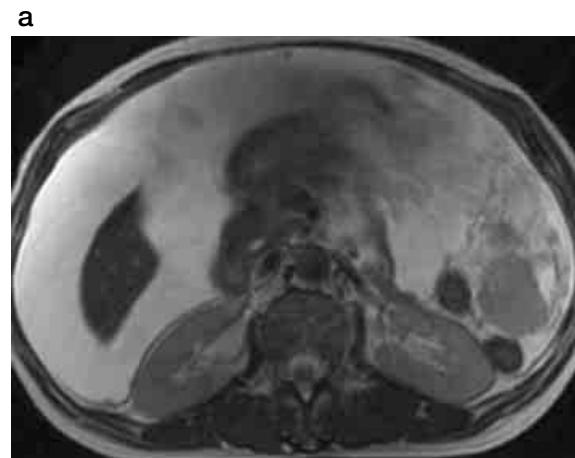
a:T2 WI; b:DWI（白黒反転表示）、卵巣癌による癌性腹膜炎。多量の腹水が貯留している。腹腔内の播種巣はT2 WIでは大きな病変のみ同定可能だが、DWIでは大小多数の播種巣（矢印）が明瞭な高信号域として描出される。
